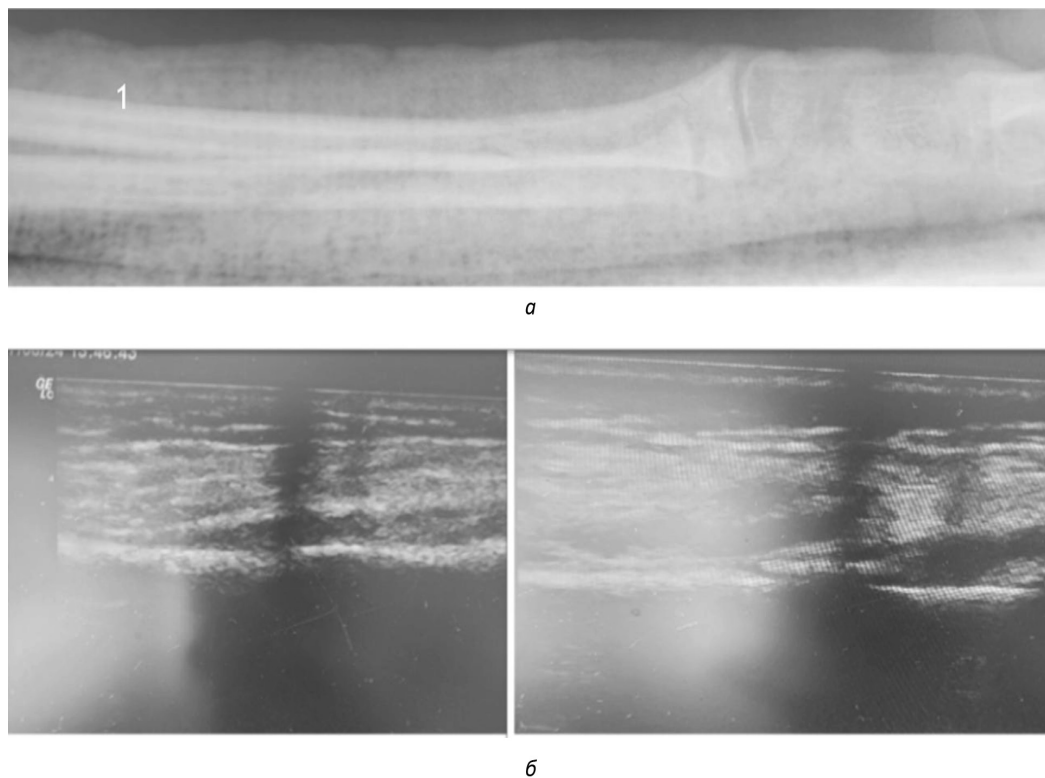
Рентгенограмма (а) и данные сонографического исследования (б) после закрытой репозиции (отмечается восстановление анатомических взаимоотношений отломков: гиперэхогенная линия — кортикальный слой ровный; определяется линия перелома — щелевидный дефект гиперэхогенной линии)
